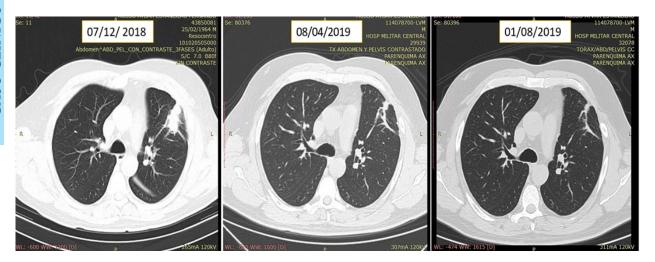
Estudio tomografico en diferentes años 2018-2019. Fuente: Historia clínica
